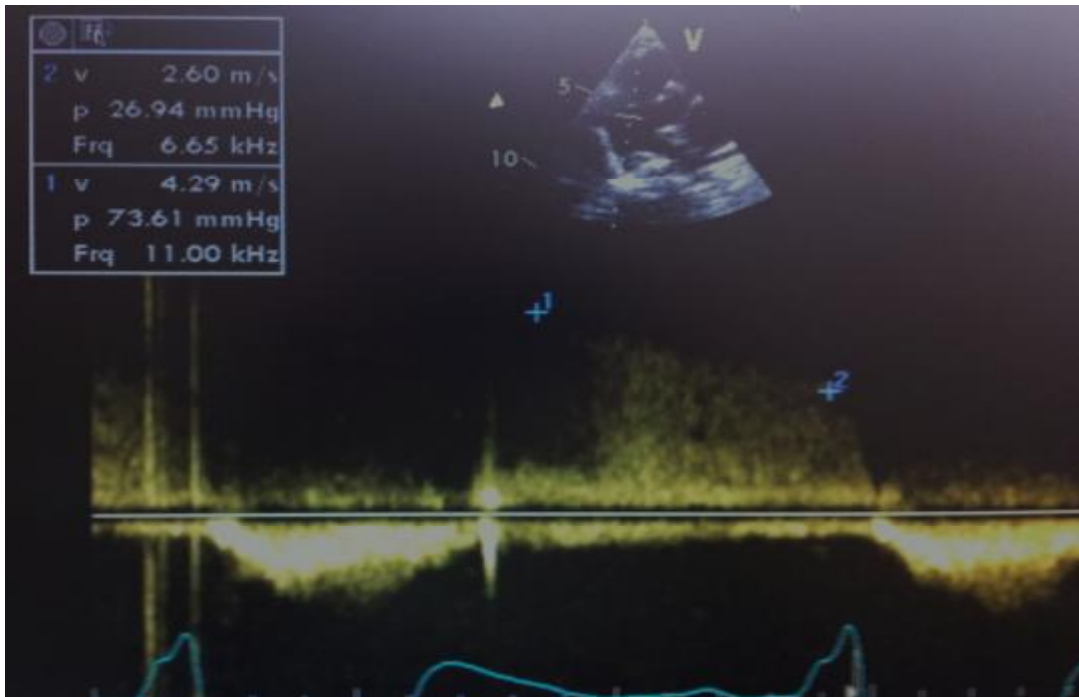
Doppler continu sur une coupe parasternale petit axe montrant le flux d'IP permettant de chiffrer la PAPm=83mmHg ; PAPd=37mmHg
